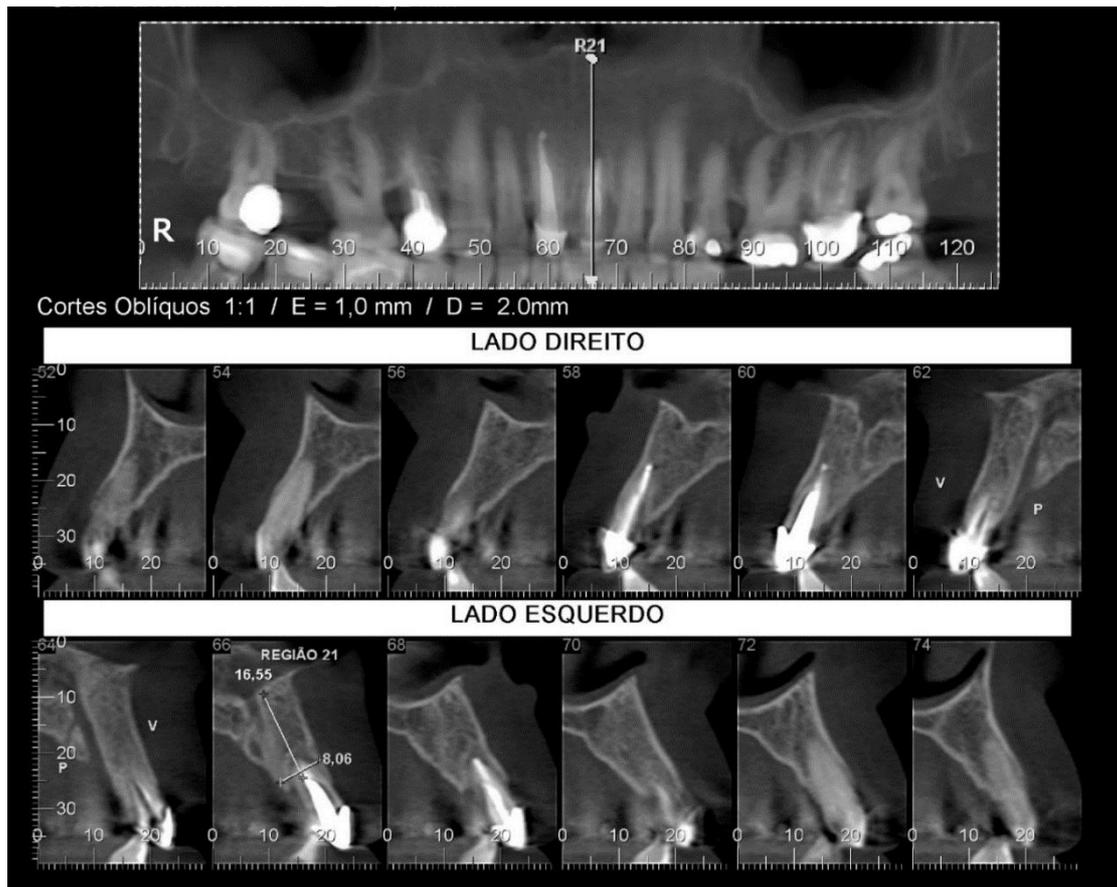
tomografia inicial (tomografia computadorizada cone beam)
